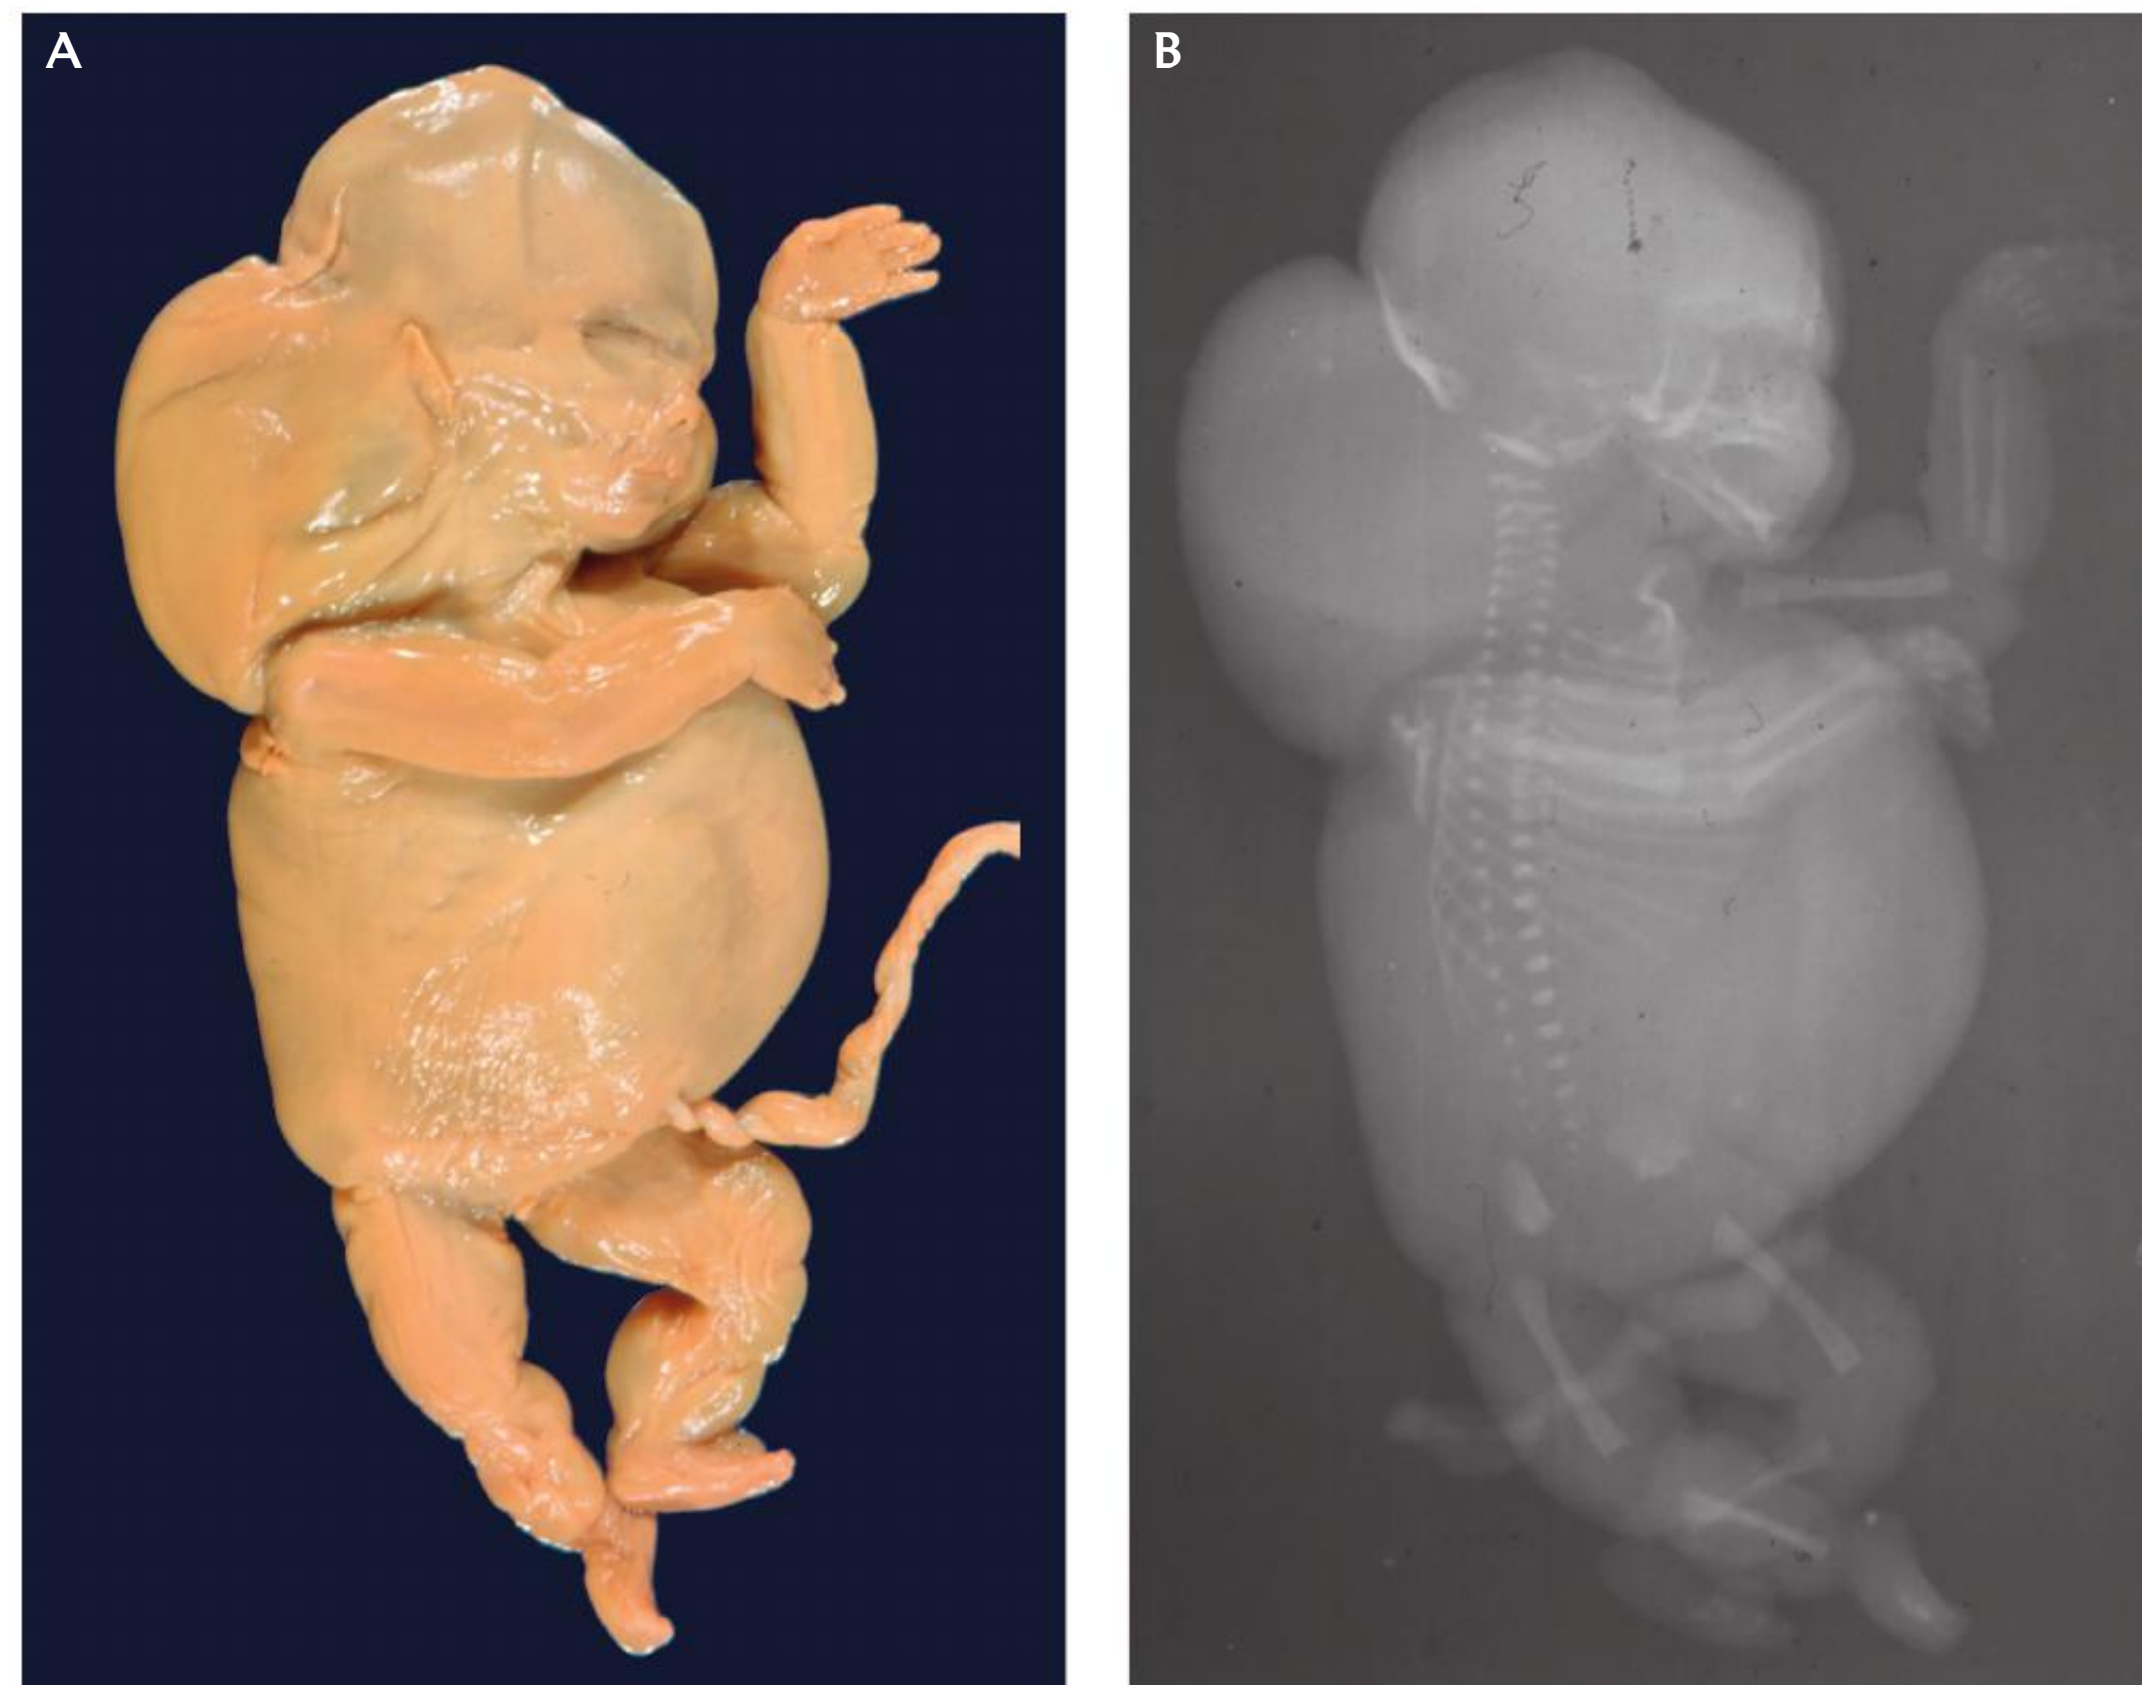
Feto humano de 14 semanas del sexo femenino, con fenotipo de síndrome de Turner. A. Vista oblicua anterior del feto. B. Radiografía *post mortem* en la misma posición que la fotografía. Nótese el edema generalizado y el higroma quístico cervical sugerente del síndrome de Turner
